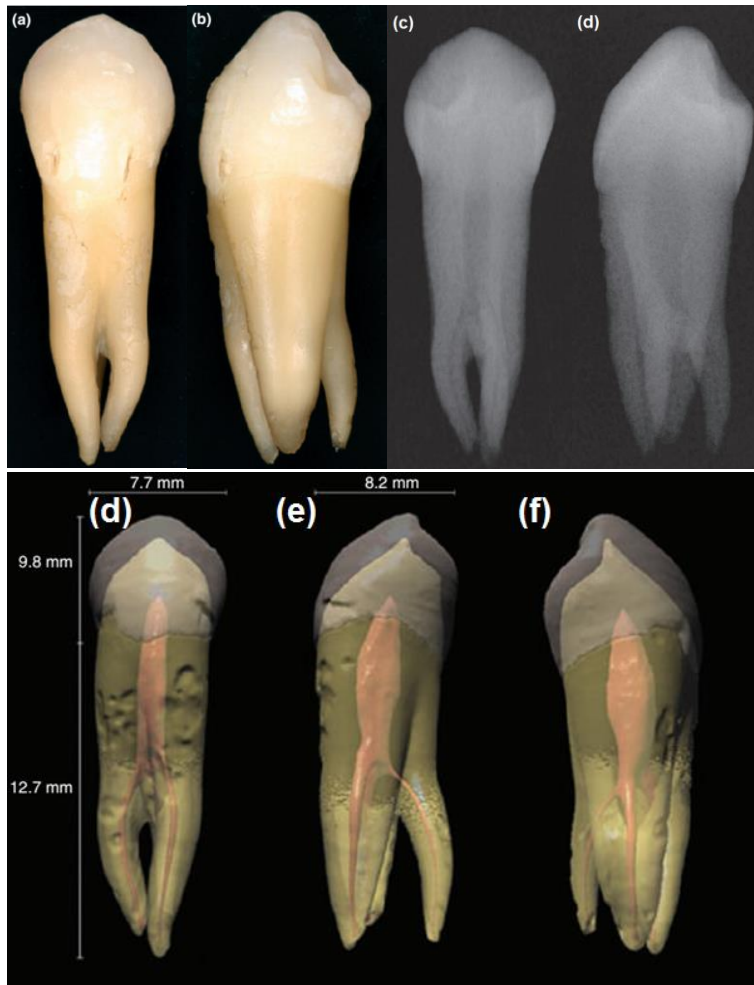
Photographies en vues vestibulaire (a) et mésiale (b); radiographies en vues vestibulaire (c) et mésiale (d); reconstructions 3D par tomographie informatisée en vues vestibulaire (e), mésiale (f) et distale (g) d'une 44 taurodontique (74).
